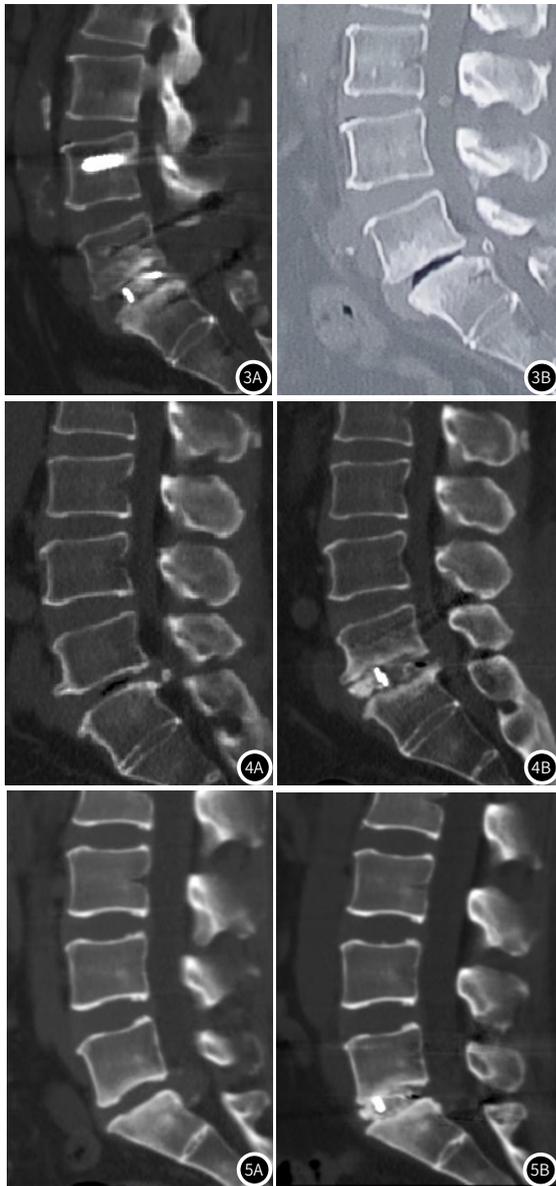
术后1年植骨量体积4mL患者椎间CT扫描。图4 术后1年植骨量体积5mL患者椎间CT扫描。图5 术后1年植骨量体积6mL患者椎间CT扫描。
